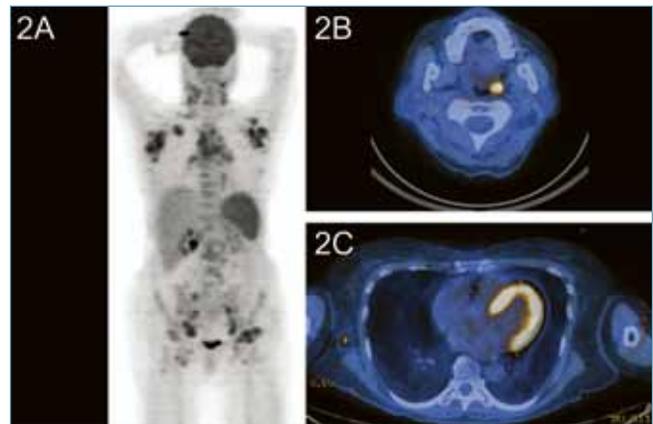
A: Staging with PET/CT in December 2006: lymphoma stage of IIIBS. 2B: Recurrence in the left tonsil in October 2007. B: Subcutaneous recurrence right chest wall in October 2008.
